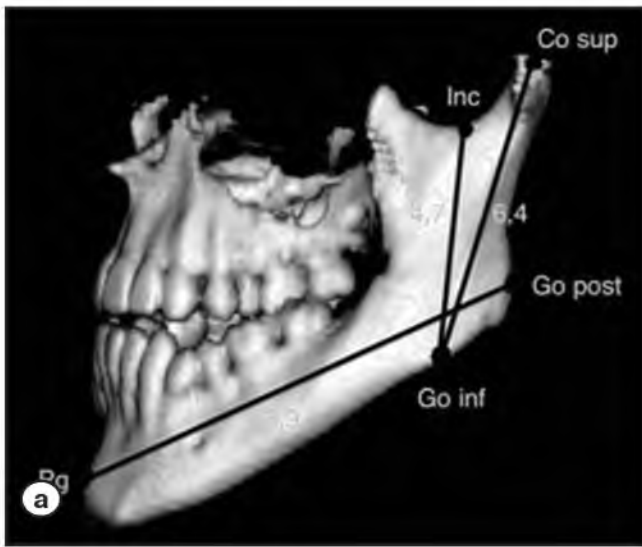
Пациентка П., 21 г. Диагноз: III класс аномалии зубочелюстной системы, асимметрия челюстей. КТ.
